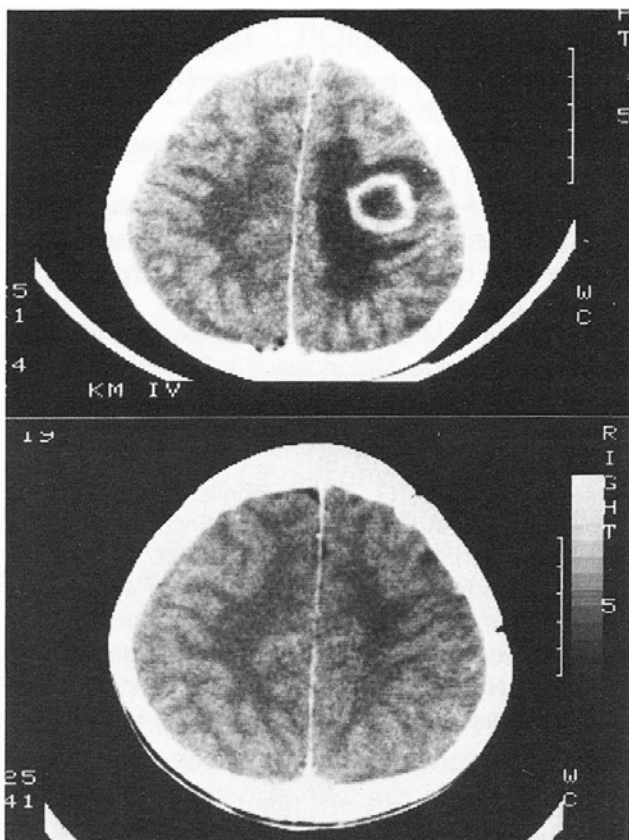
a) Präoperatives CT nach KM-Gabe: rechts fronto-parietaler Abszeß mit typischer Ringstruktur und ausgeprägtem perifokalen Ödem
